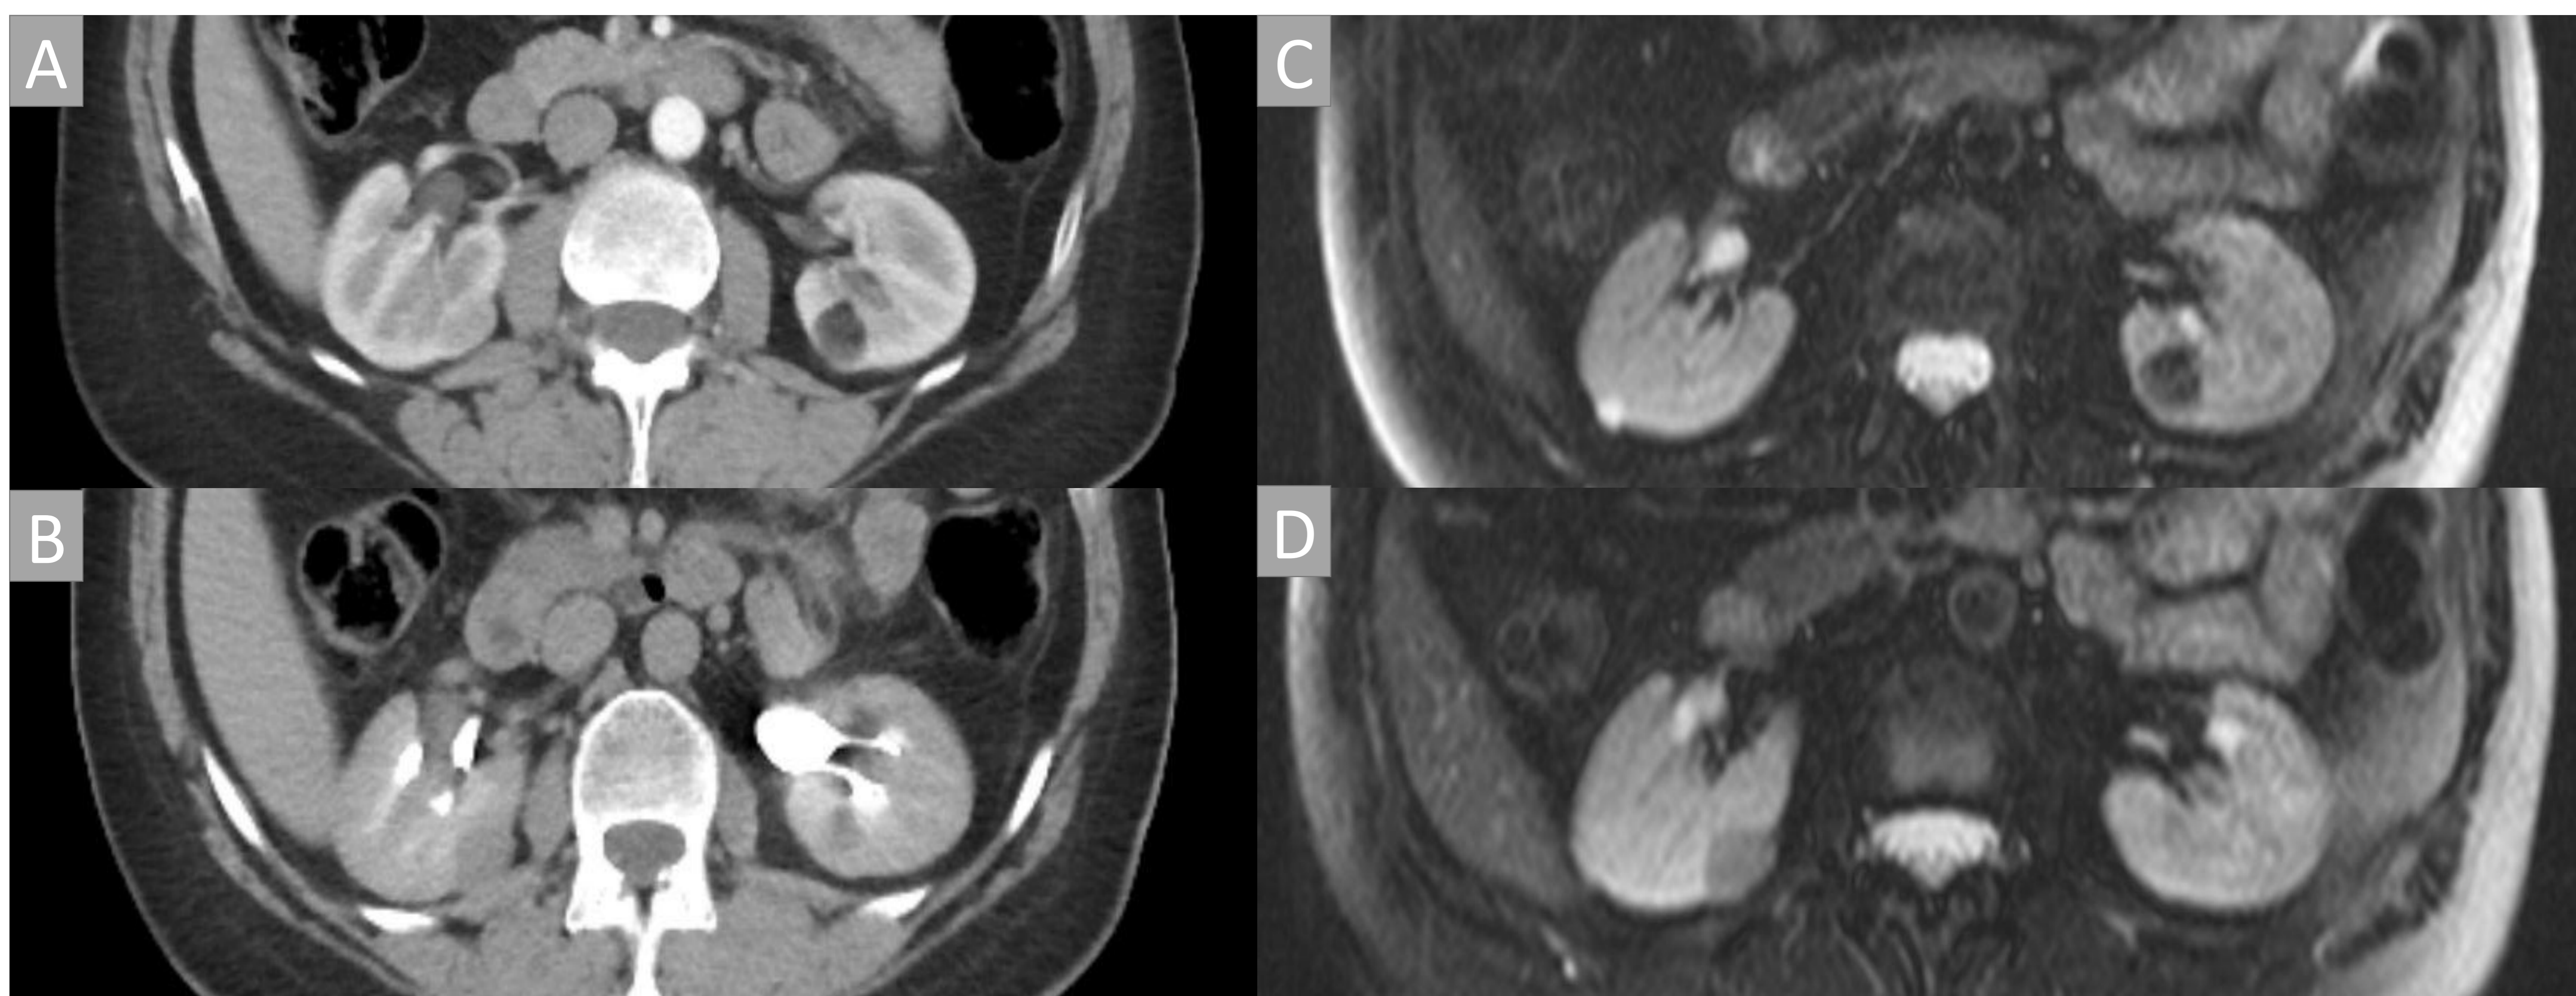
Carcinoma de Células Renales y Angiomiolipoma: en riñón derecho, masa de densidad de partes blandas en TC, levemente hiperintensa en imágenes potenciadas en T2 (D). En el riñón izquierdo, una masa de densidad grasa nodular, que muestra una disminución de la señal en las imágenes con supresión de grasa de grasa T2 (C), que revelan su naturaleza grasa macroscópica.
